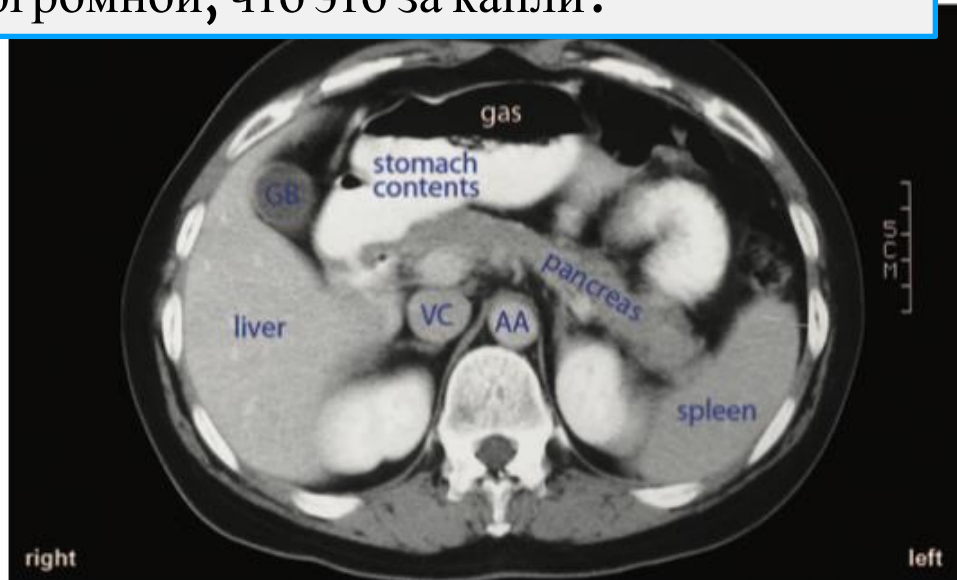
Healthy Patient's CT Scan
